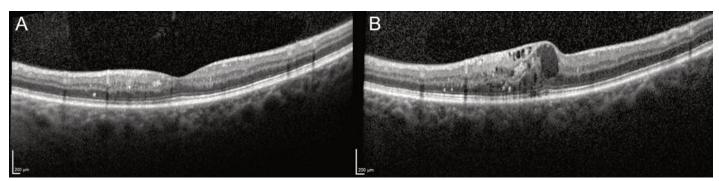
Imagerie OCT de la macula: rétine sèche (A) et œdème maculaire diabétique (B). OCT: tomographie en cohérence optique.
